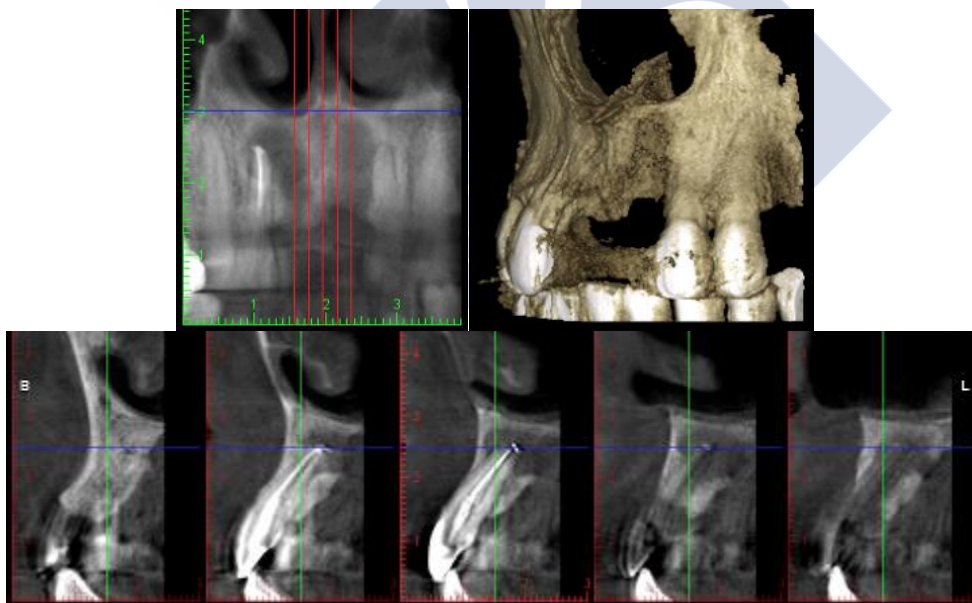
Tomografía computarizada de haz cónico de maxilar superior que muestra una lesión periapical al incisivo y un defecto óseo en el lado contralateral.
